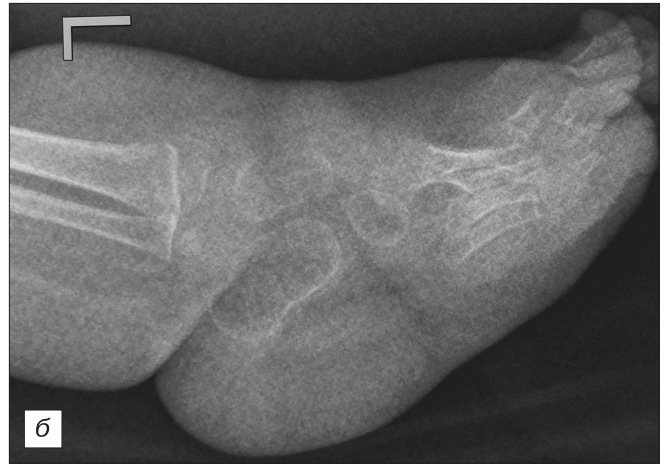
Больная М., 6 мес. Рентгенограмма левой стопы (до начала лечения по Ponseti (а) и после устранения кавусного компонента (3 повязки) (б)).
